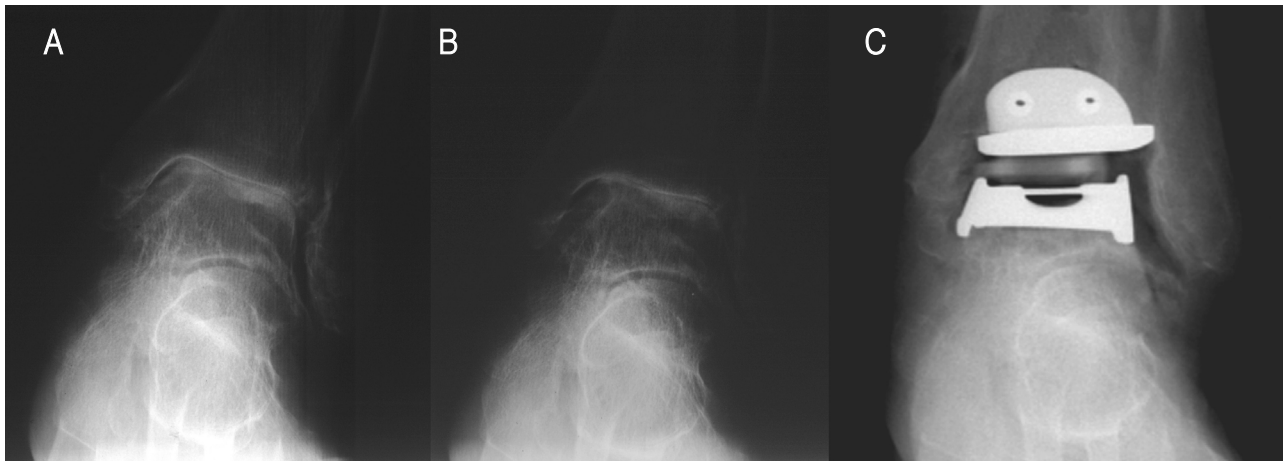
Weight bearing anteroposterior radiographs of the ankle joint of 72 year old female patient. (A) Initially, left ankle joint showed joint space narrowing and sclerotic changes before TKA but joint congruency had been maintained. (B) One year after TKA, arthritic change was aggravated and the medial talar dome was placed above the plafond. (C) Thus, total ankle arthroplasty was performed for this patient at 2 year after TKA.
